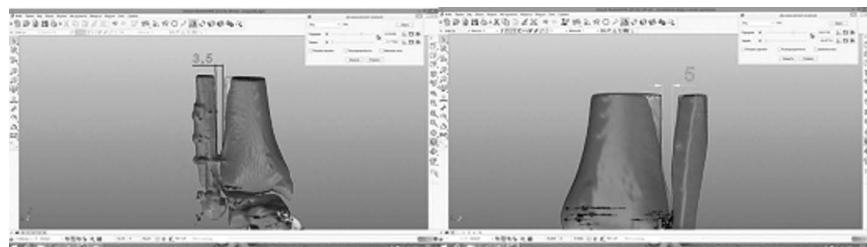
Фрагмент томограммы голеностопа здорового пациента
